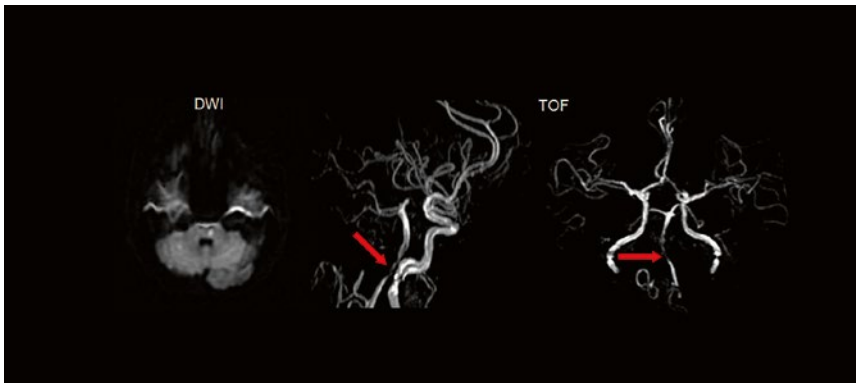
Kraniale MRT mit Nachweis eines paramedianen Ponsinfarktes links in DWI-Sequenz sowie TOF-MRA mit Darstellung der Stenose der A. basilaris (Pfeile).
